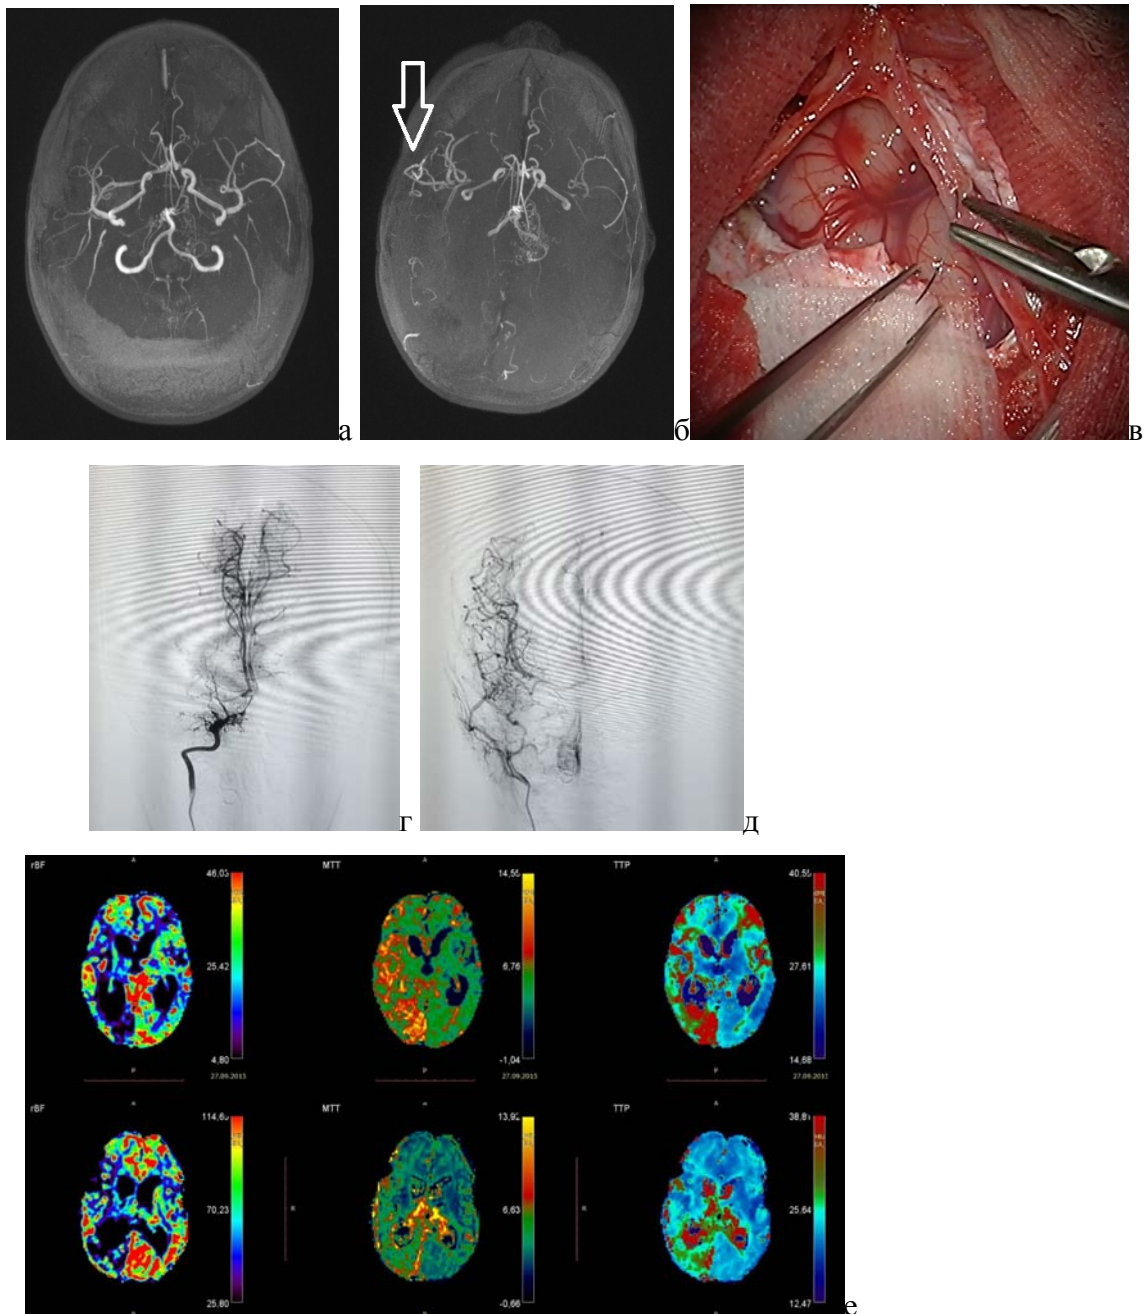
Больная Г, ИБ № 20035, диагноз: болезнь моя-моя. Состояние после ОНМК по ишемическому типу в бассейнах правых СМА и ЗМА, левых СМА и ПМА (17.07.14 г. и 14.08.14 г.). Симптоматическая эпилепсия. а) МР ангиография перед б) после операции – ЭАС. Отмечен бедный сосудистый рисунок, стенозы развилки ВСА, стенозы начальных отделов СМА и ПМА с двух сторон, после лечения визуализирован анастомоз в правой височной доле. в) Интраоперационная фотография – фиксация ПВА к коре височной доли. г) При цифровой субтракционной ангиографии правой ВСА выявлена окклюзия дистальных отделов, отсутствие контрастирования правой СМА, правая ПМА заполняется через базальную сеть анастомозов, левая – через сохранную переднюю соединительную артерию. д) Заполнение дистальных отделов правой СМА осуществляется через ПВА. е) МР перфузия головного мозга: верхний ряд – до первого этапа операции, нижний ряд – после двух этапов – отмечено увеличение мозгового кровотока (rBF) в затылочных, височных и лобных долях с двух сторон, сокращение временных параметров (MTT, TTP), больше в правом полушарии.
